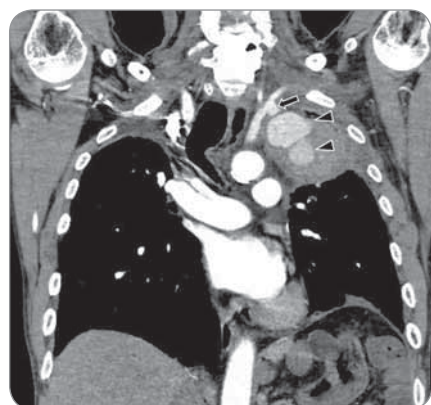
Contrast-enhanced CT showed an aneurysm of the left subclavian artery (arrow) and bleeding into the tumor (arrow head).
